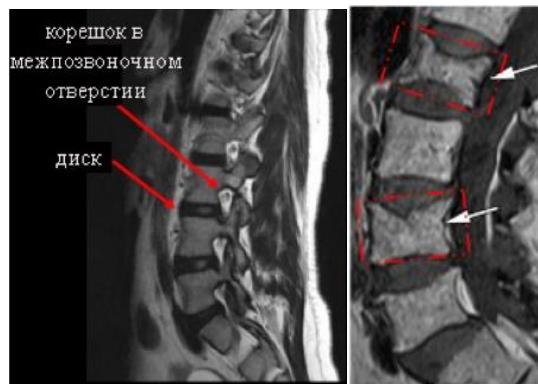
МРТ поясничного отдела позвоночника в норме (а) и при патологии (б)
